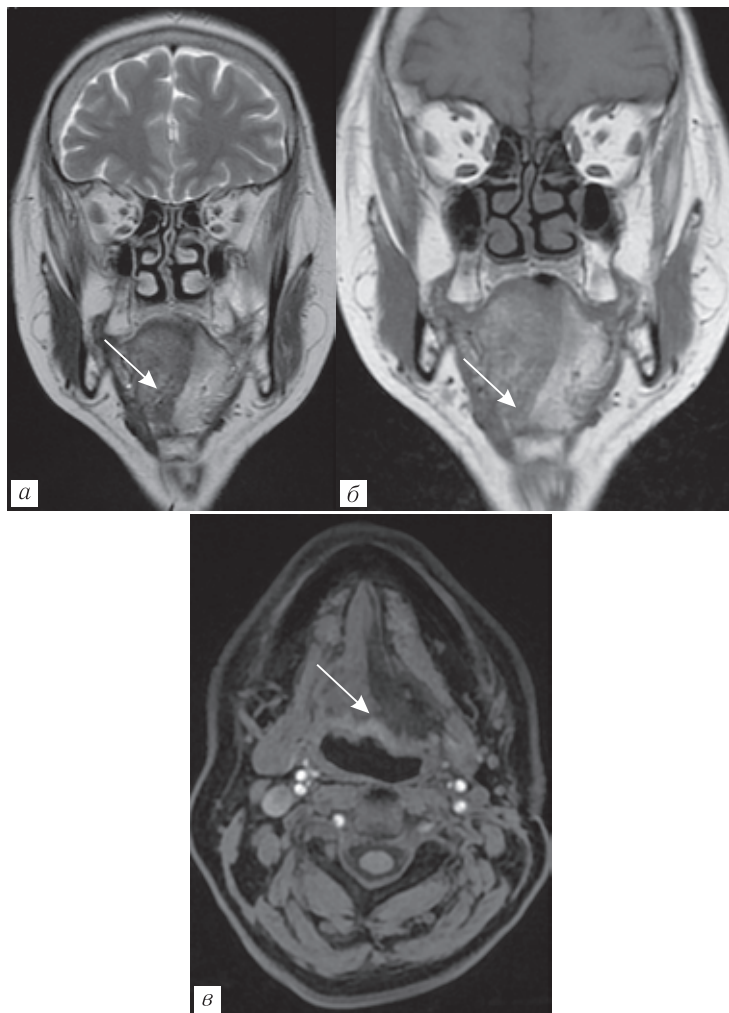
МРТ исследование пациента с опухолью носоглотки; *а* — коронарный Т2-ВИ, *б* — коронарный Т1-ВИ, *в* — аксиальный Т1-ВИ с жироподавлением. Видна жировая инфильтрация левой половины языка при поражении языкоглоточного нерва (стрелки)
